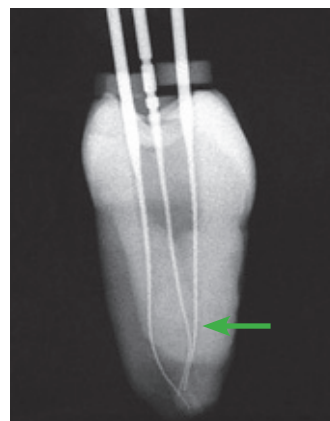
In dieser Röntgenaufnahme eines extrahierten Zahns in mesial-distaler Projektion ist zu erkennen, wie der mesiozentrale mit dem mesiobukkalen Wurzelkanal konfluert (Pfeil).
